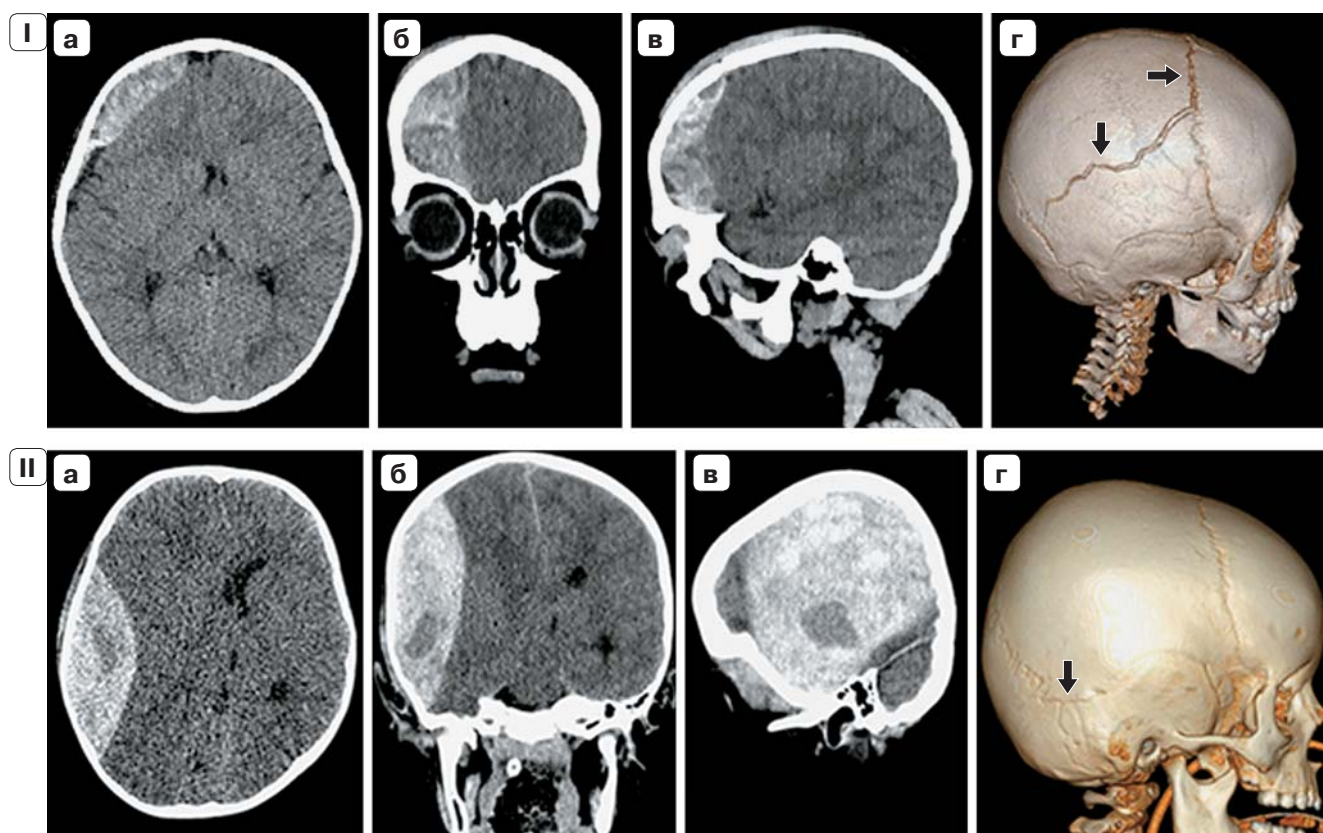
Эпидуральная гематома. КТ черепа: аксиальная (а), корональная (б) и сагиттальная (в) проекции, 3D-реконструкция (г).
